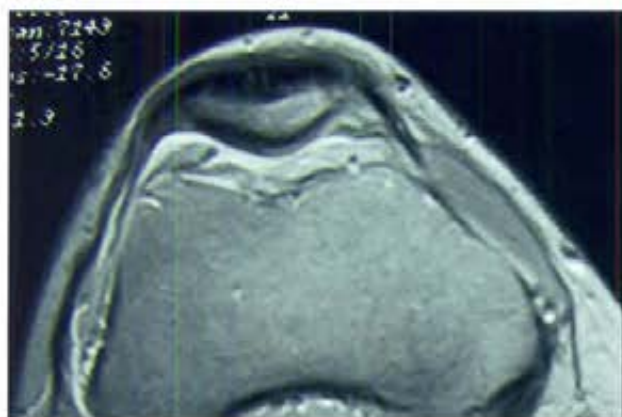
ura 3: Falso negativo: Visión artroscópica de lesión condral en la tróclea femoral Outerbridge Grado IV de 80mm_ (A), informada en la RMN como Grado 0 (B).
